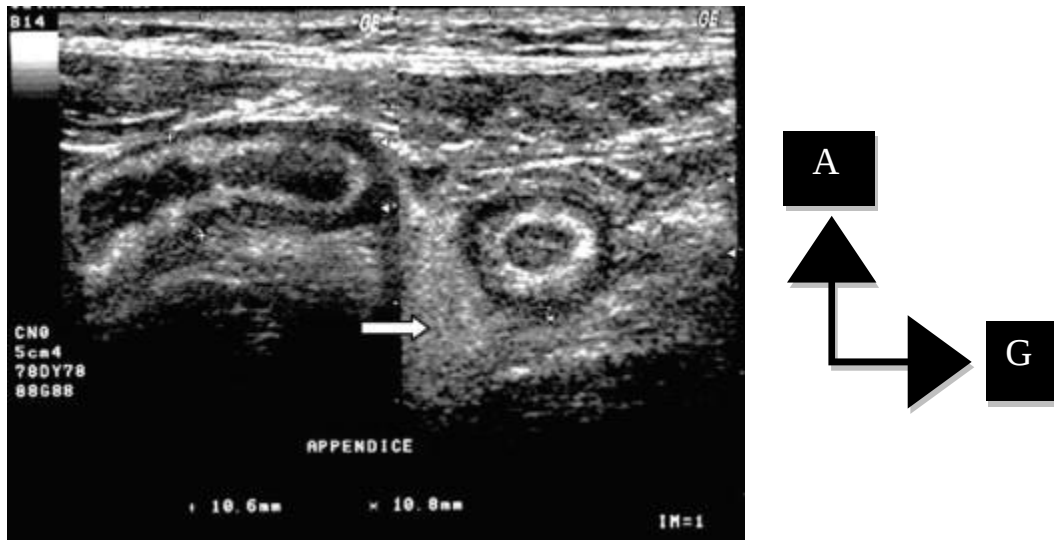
Aspect échographique d'une appendicite aigue. [40]
